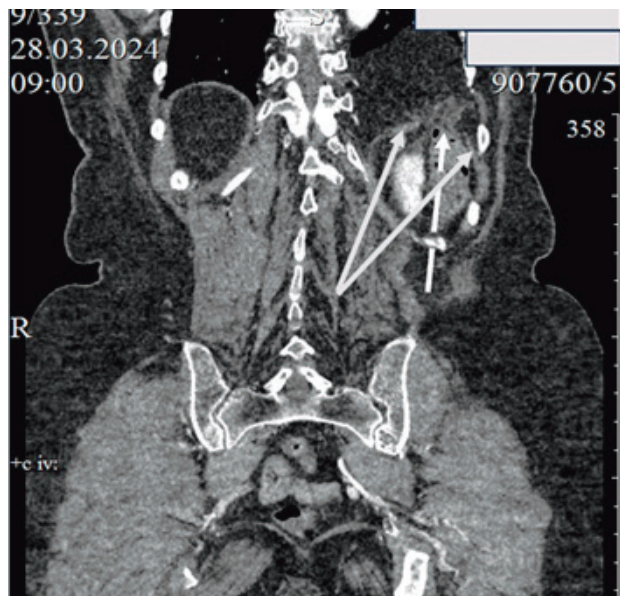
МСКТ ОБП (фронтальная плоскость, артериальная фаза исследования). Стрелками указаны: белая – линия диафрагмы; белая штрих – фиксированная в грыжевом дефекте ободочная кишка
